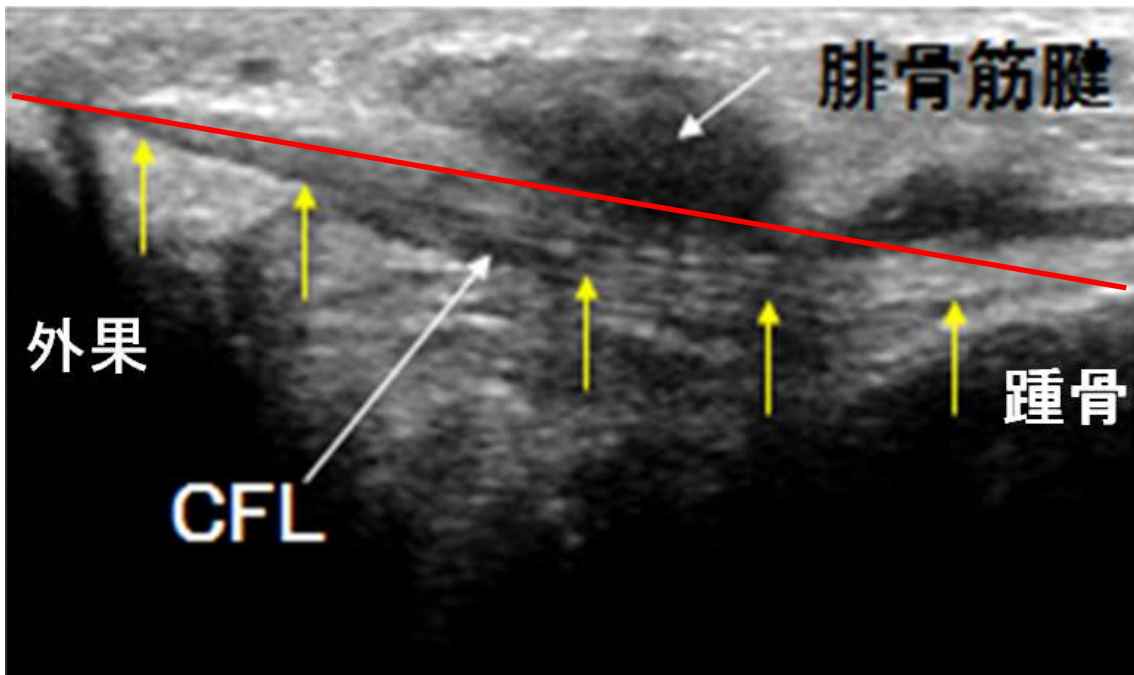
踵骨を回外させた時の超音波画像(正常例)
